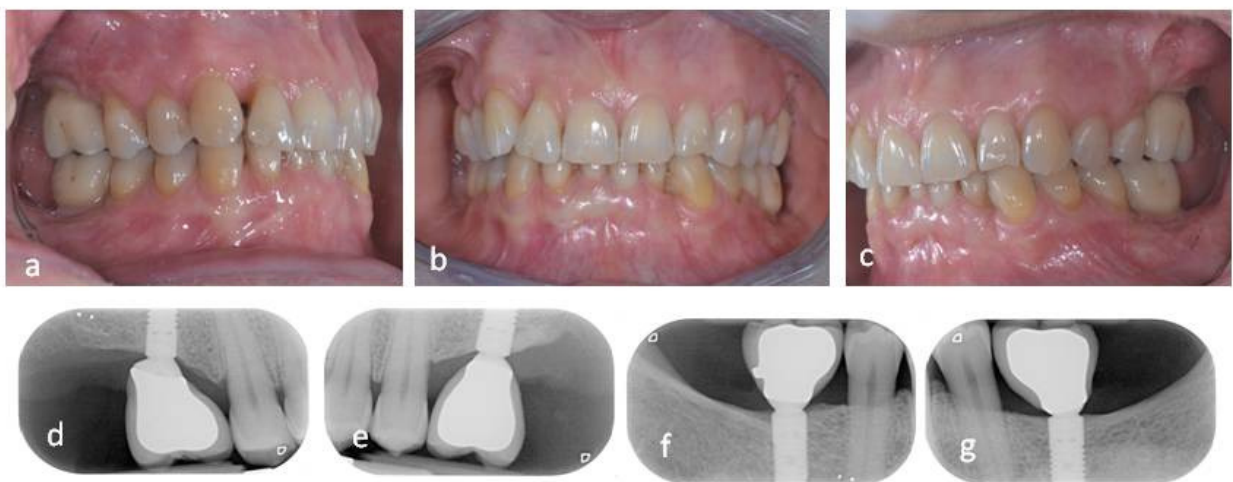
Controllo clinico-radiografico a 10 anni della riabilitazione implanto-protetica in sede 1.6, 2.6, 4.6 e 3.6. in paziente con storia di parodontite aggressiva.
